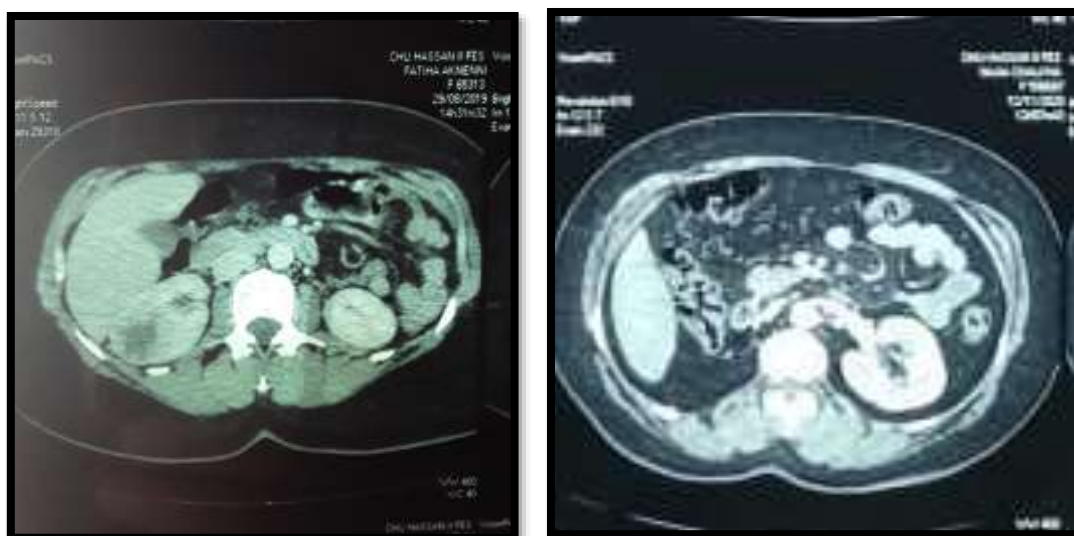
TDM rénale sans injection : masse tissulaire gauche bien limitée, hypodense, avec une zone nécrotique au centre de la tumeur(A), control scannographique 12 mois de la NTE ne montrant pas de récidive loco-régionale(B) .
